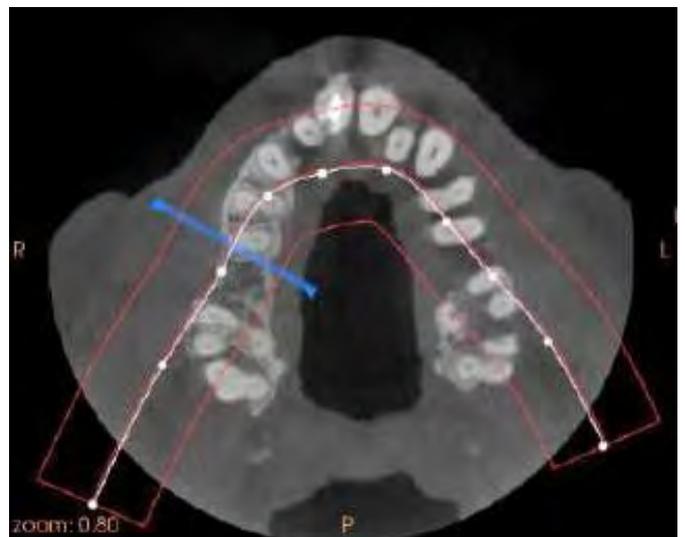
CBCT inicial. Corte axial.
